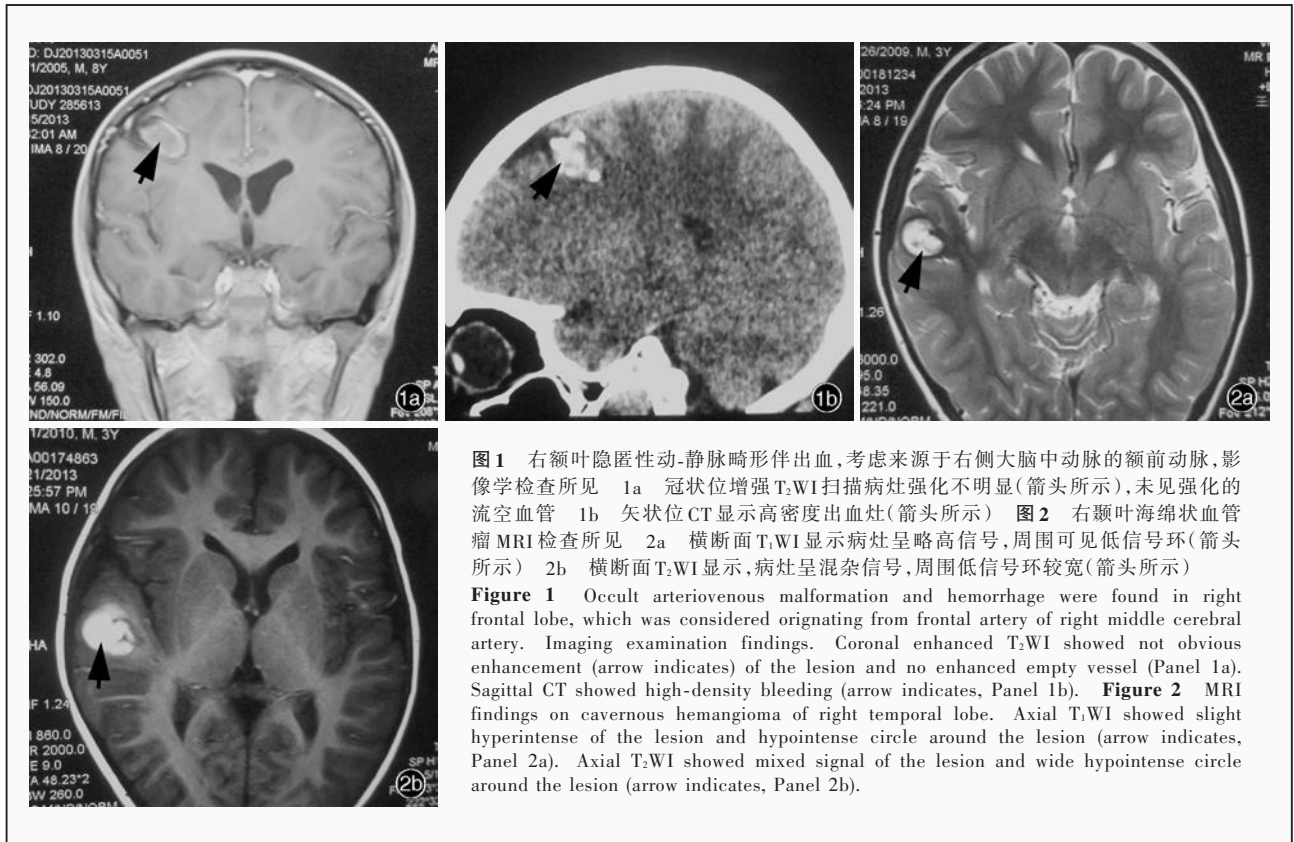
右额叶隐匿性动-静脉畸形伴出血,考虑来源于右侧大脑中动脉的额前动脉,影像学检查所见 1a 冠状位增强 T₂WI 扫描病灶强化不明显(箭头所示),未见强化的流空血管 1b 矢状位 CT 显示高密度出血灶(箭头所示) 图 2 右颞叶海绵状血管瘤 MRI 检查所见 2a 横断面 T₁WI 显示病灶呈略高信号,周围可见低信号环(箭头所示) 2b 横断面 T₂WI 显示,病灶呈混杂信号,周围低信号环较宽(箭头所示)
